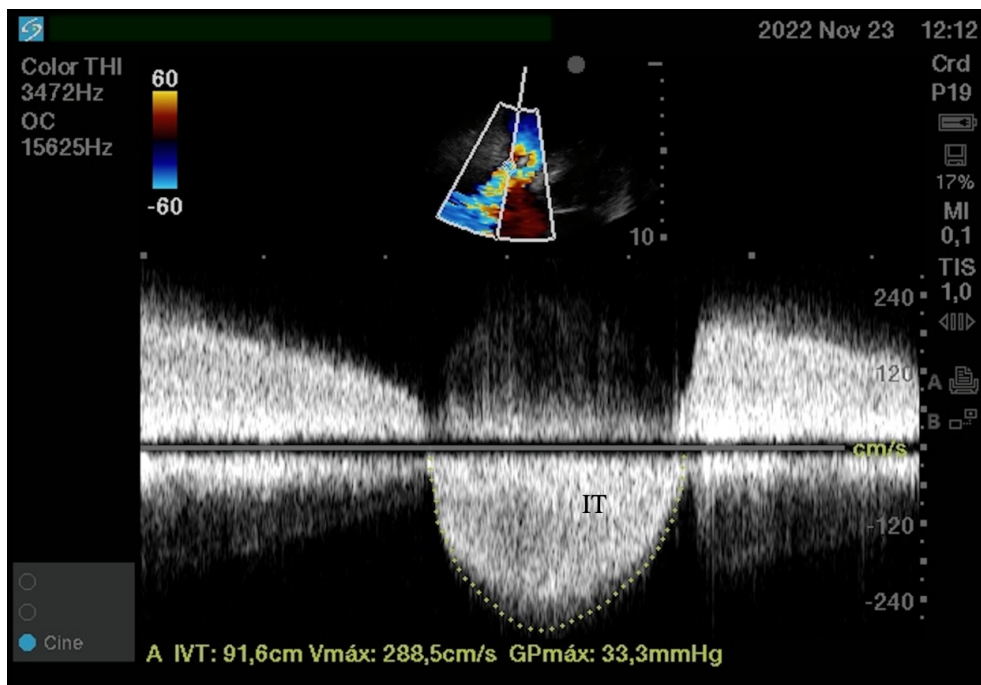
ETT, modo Doppler continuo de la válvula tricúspide. El flujo de insuficiencia tricuspídea (IT) es denso y triangular.
